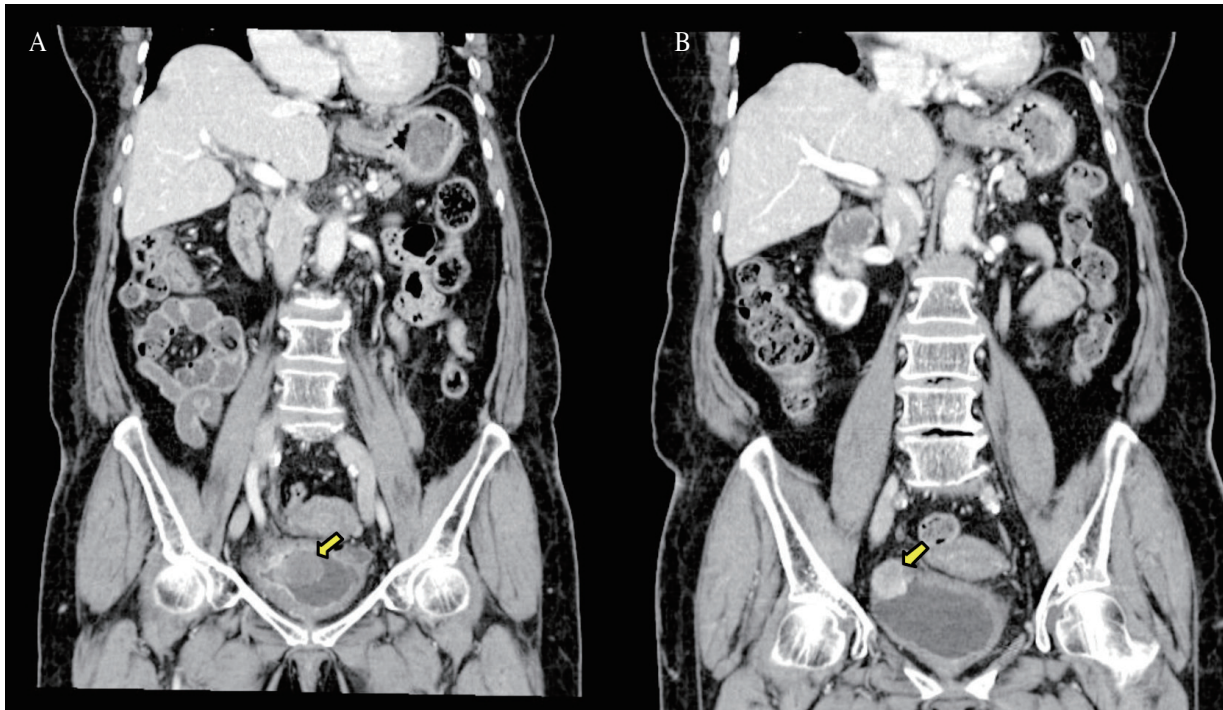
(A) Abdominal CT (coronary view) in the first detection of bladder cancer shows a mass within only Rt. bladder wall. (B) Abdominal CT (coronary view) in the relapse of small-cell carcinoma of the bladder show 2.4 cm sized heterogenous enhancing mass with perivesical tissue invasion on primary tumor site.
